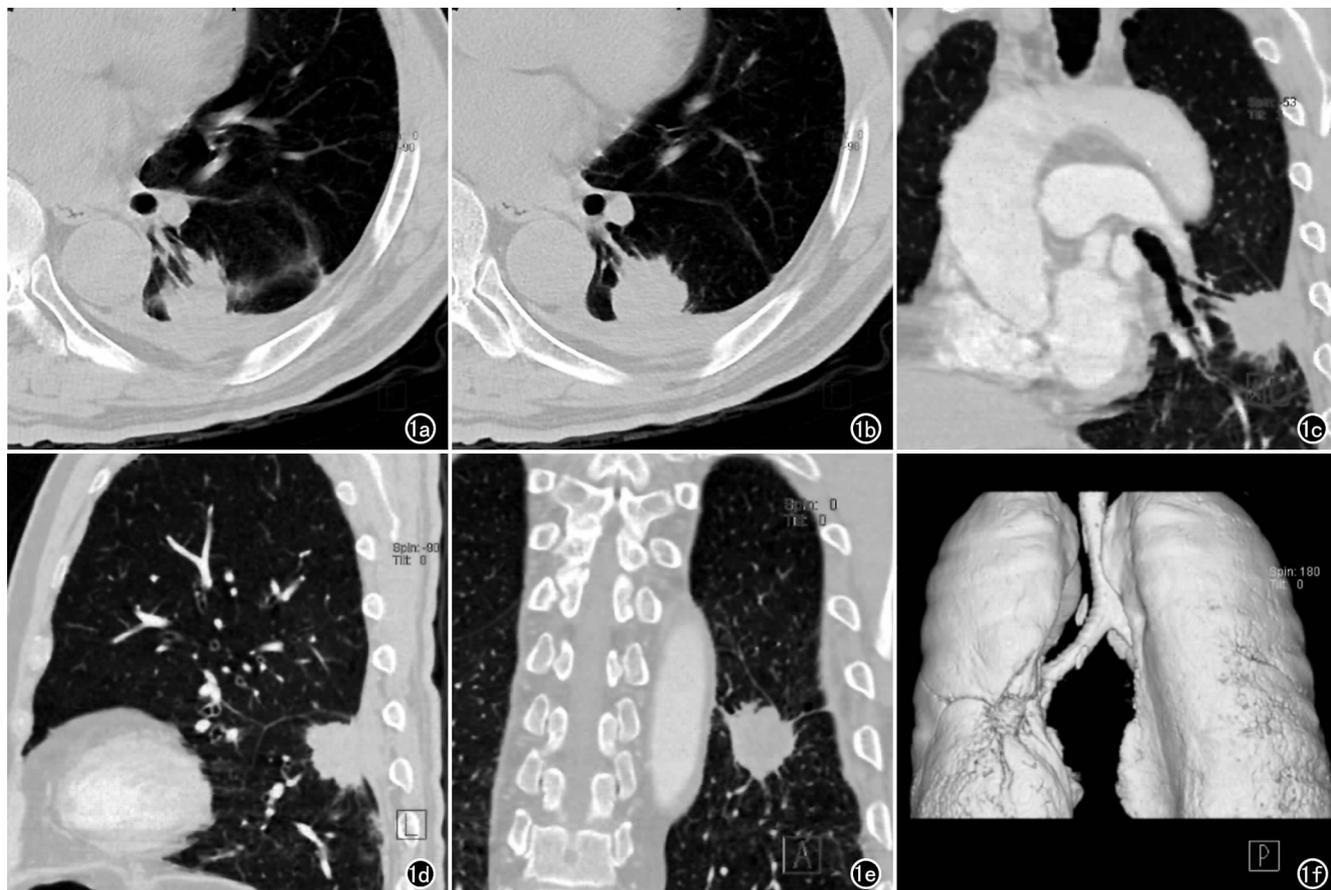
左下叶背段鳞状细胞癌。a) 结节上部轴面 CT 像,示结节边缘不光整,相邻胸膜明显增厚; b) 结节中部轴面 CT 像,示结节大小约为  $2.5\text{ cm} \times 2.3\text{ cm}$ ,相邻胸膜明显增厚; c) MPR 示背段支气管远端于结节边缘截断; d) MPR 示结节具有多个深分叶征; e) MPR 示结节具有多个深分叶征及斜裂胸膜凹陷; f) 胸膜外表面 VR 像,示胸膜皱缩凹陷及斜裂胸膜凹陷征。
